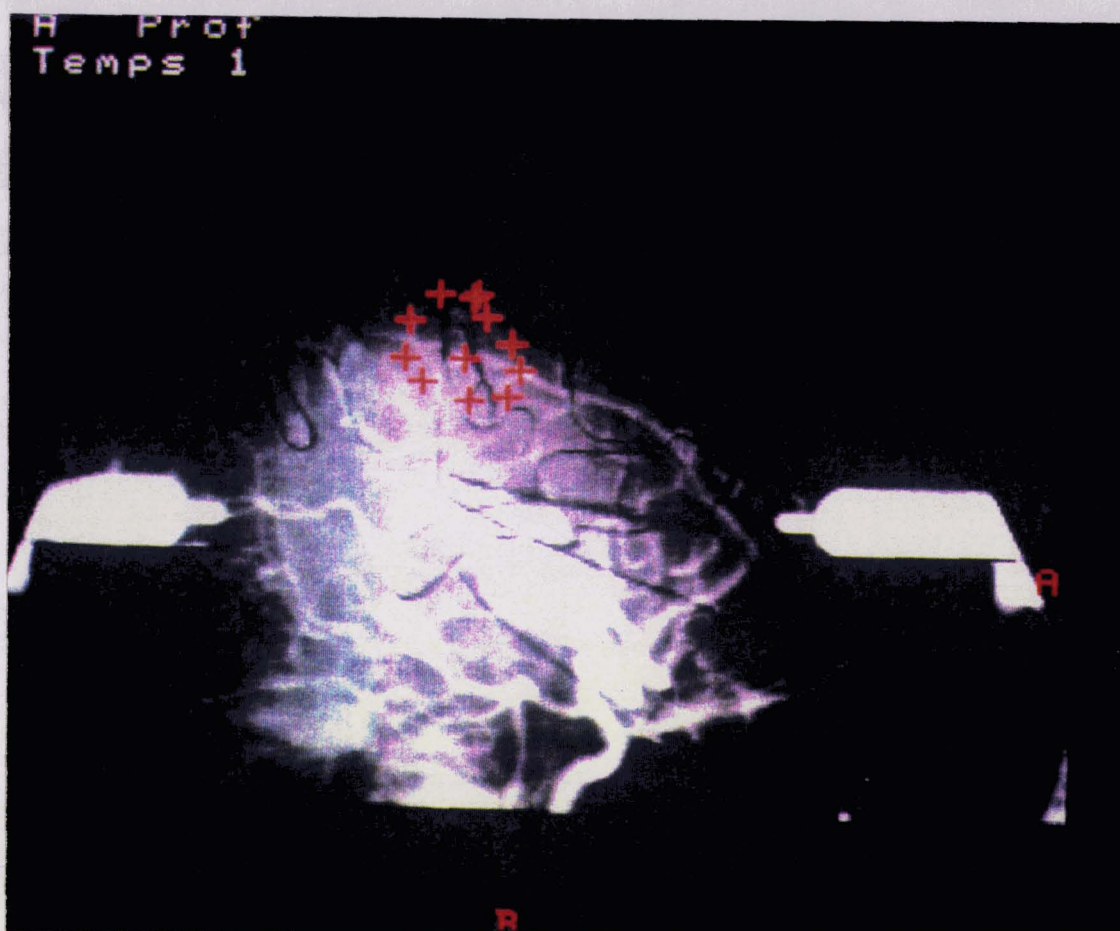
e- Report de toutes les cibles définies pour représenter de façon sommaire un contour de la tumeur sur une paire radiographique.
